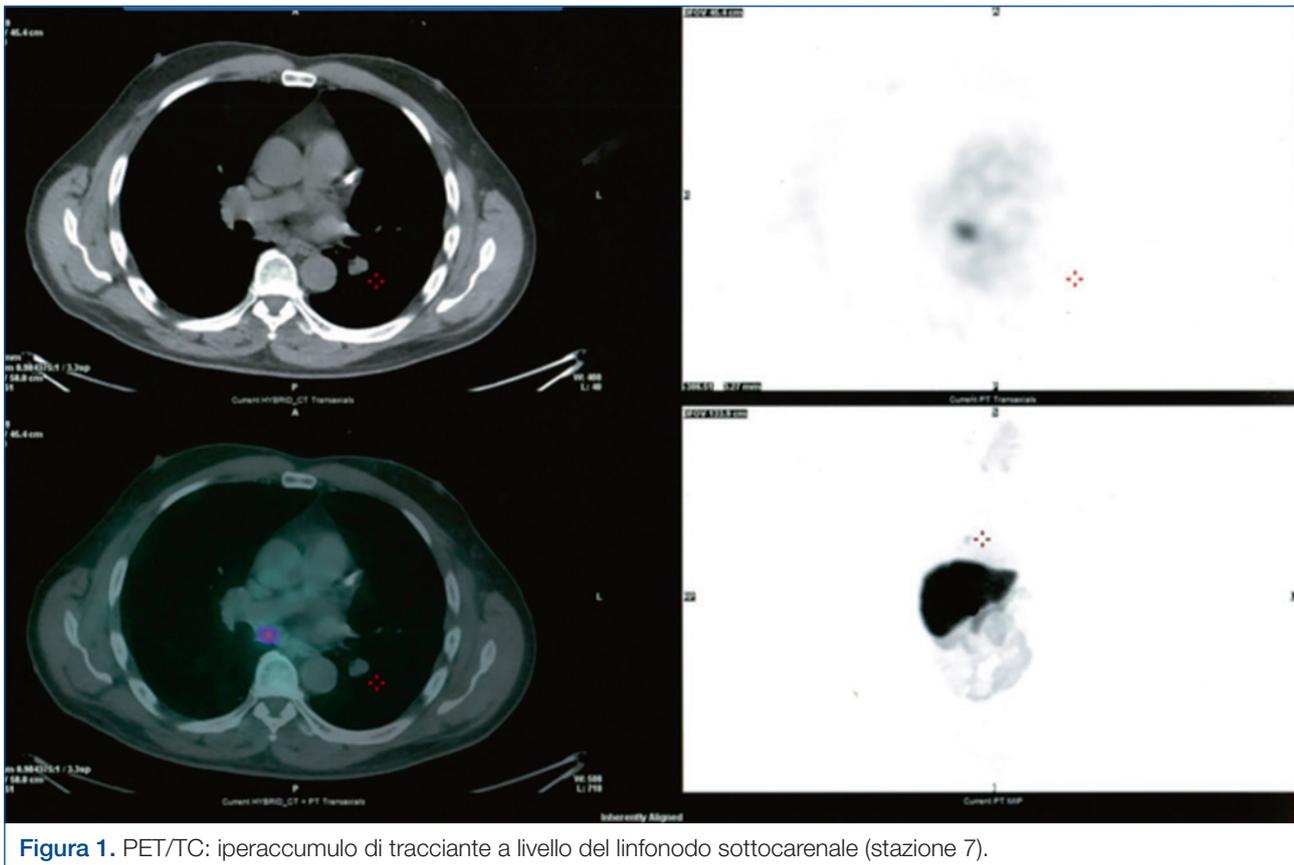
PET/TC: iperaccumulo di tracciante a livello del linfonodo sottocarenale (stazione 7).
